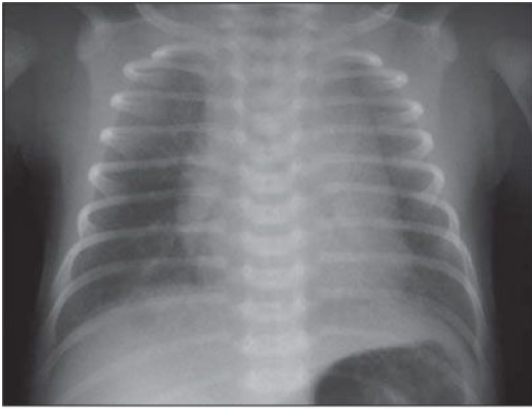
Radiografia de tórax normal de RN com duas horas de vida apresentando padrão técnico adequado.
